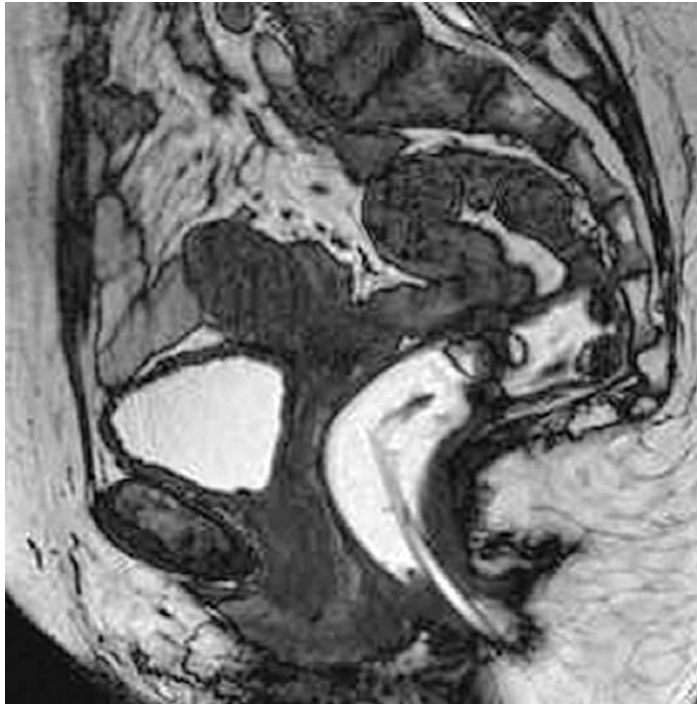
Image IRM servant de base au développement du modèle géométrique
